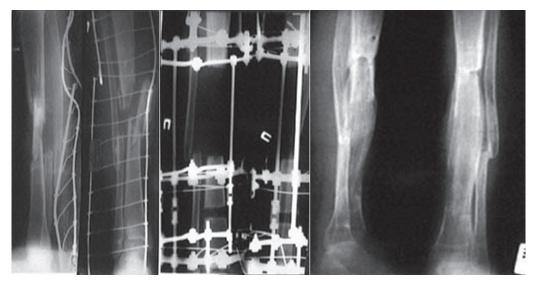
Рентгенограммы голени больного с травматическим остеомиелитом правой большеберцовой кости в динамике лечения
